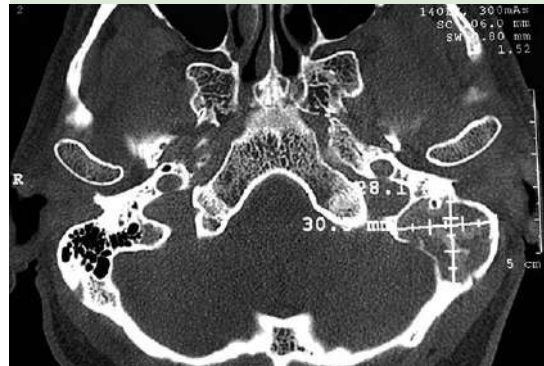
Tomografía axial computada de oídos en corte axial que muestra una lesión expansiva radiolúcida con densidad mixta de 30 x 28 x 25 mm, que se localiza en la mastoides izquierda.
